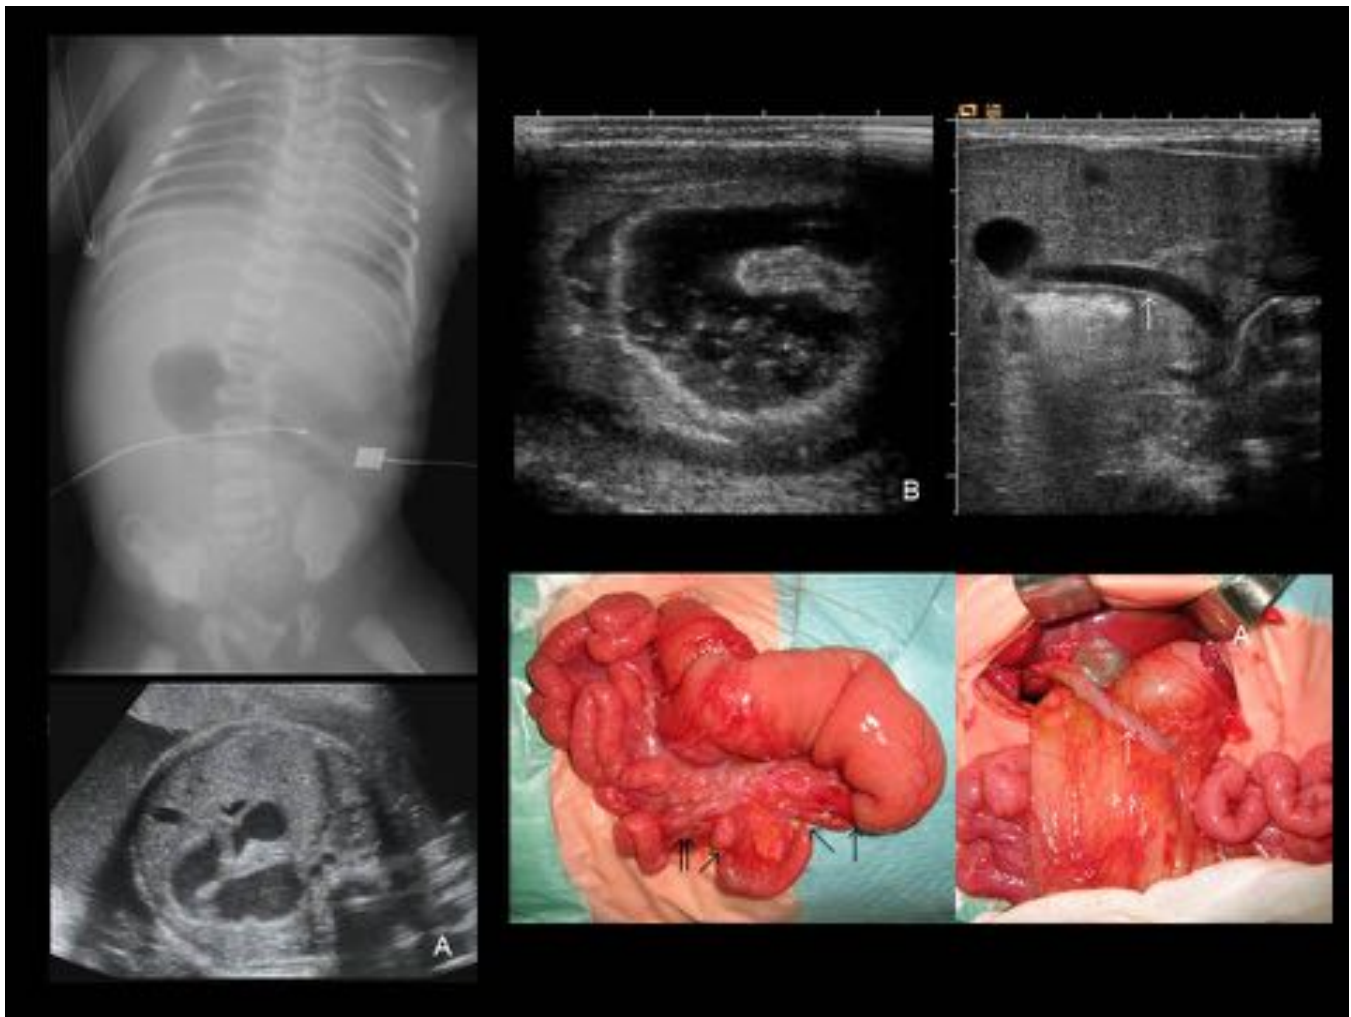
ATRESIA YEYUNAL MÚLTIPLE. RNPT, diagnóstico intraútero de canal AV y dilatación intestinal (A). Radiografía del 2º día con distensión parcheada de asas superiores (< 4 asas) y hemivertebra T3. Ecografía con asas yeyunales muy distendidas con contenido líquido, engrosamiento mural y ascitis (B). Atresia yeyunal múltiple (flechas) y anomalía del trayecto de la vena porta, preduodenal (flecha blanca), asociadas a malrotación intestinal; y hallazgos quirúrgicos.
